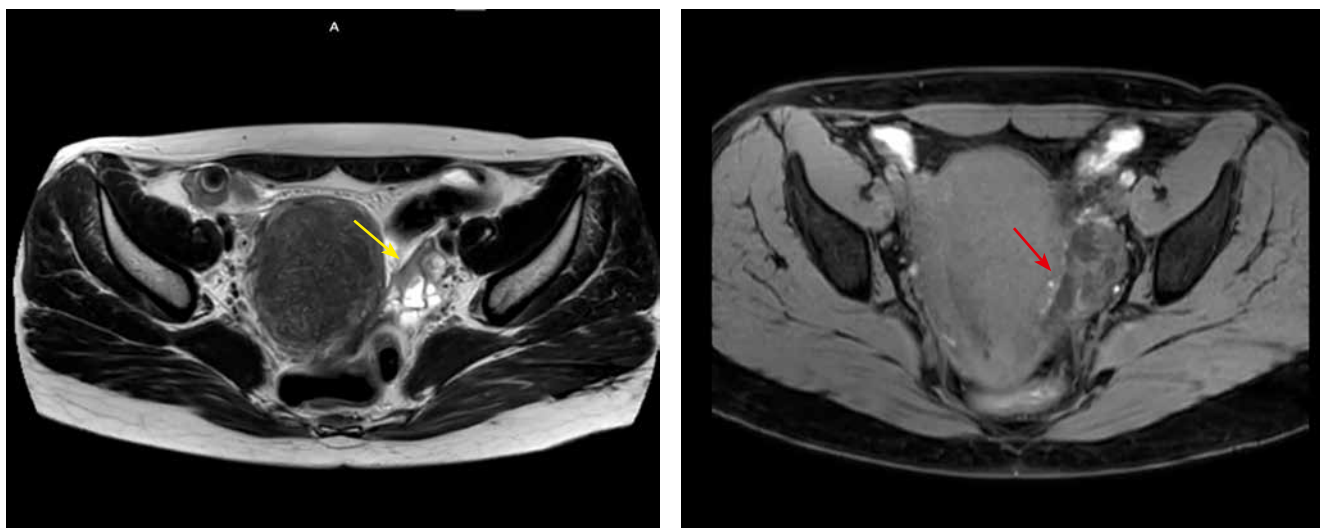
Пациентка С., болевой синдром 7 по шкале ВАШ, при контрольном осмотре 4 по шкале ВАШ. На представленных МР-томограммах T2-ВИ и T1-FS-ВИ визуализируются МР-признаки эндометриоза широкой связки матки слева (желтая стрелка) с наличием в его структуре геморрагических включений на T1-FS-ВИ (красная стрелка)
